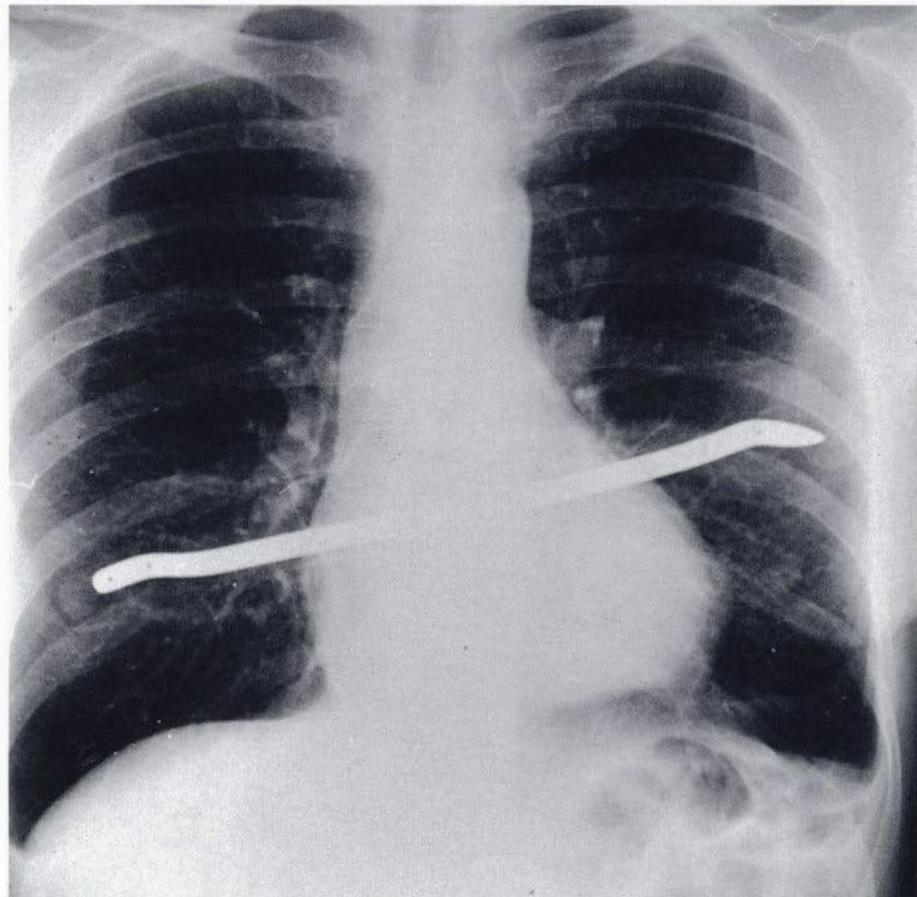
Stabilisierung von parasternalen Rippenfrakturen beidseits durch einen retrosternal schräg eingelegten Metallstab.
